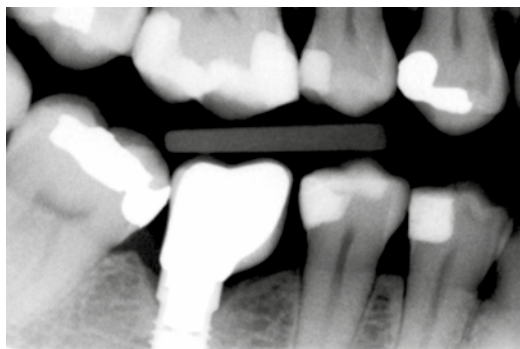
Radiografia inicial do doente mostrando o implante na posição 46, colocado há três anos, e o ponto de contacto aberto na parte distal 45 e o implante na posição 46 com uma ligeira perda óssea da crista.
